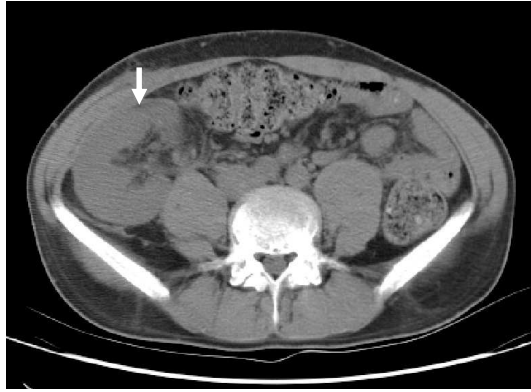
이식 신장의 중심을 포함하는 컴퓨터 단층 촬영. 골반강 내에 위치하고 있는 이식 신장은 정위 신장에 비하여 배쪽 피부에 가까이 위치하고 있다. (화살표)
